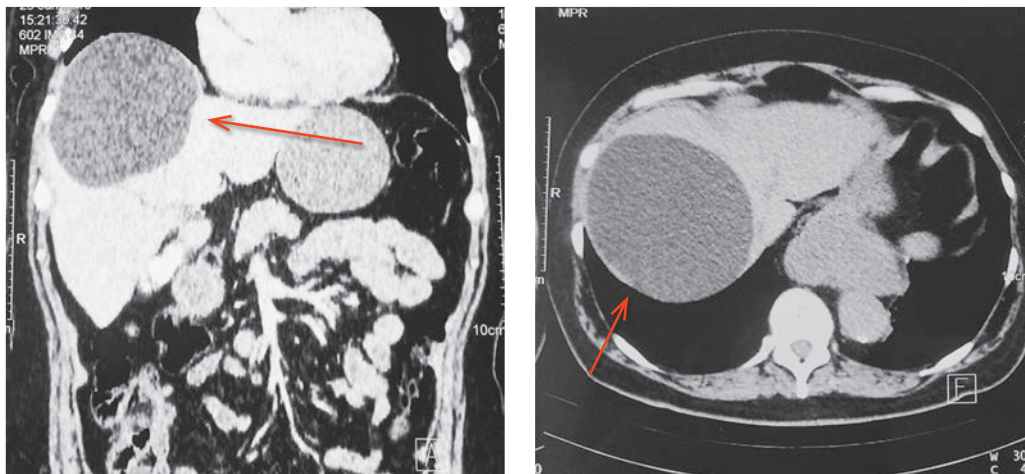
МСКТ-картина кистозного образования печени
